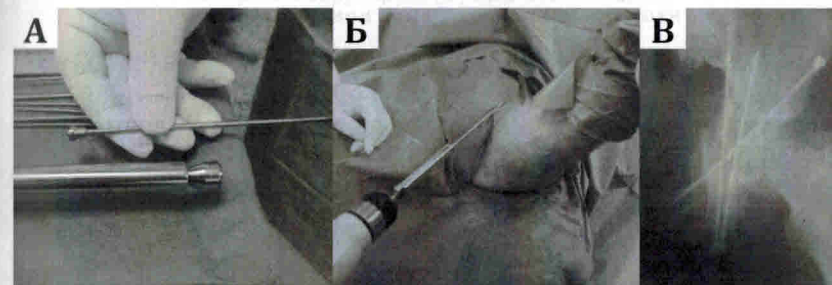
Тот же пострадавший. Этапы операции, где а — тазовый винт ЦИТО и цанговый направитель; б — винт закреплен в направителе; в — рентгенограмма после операции
